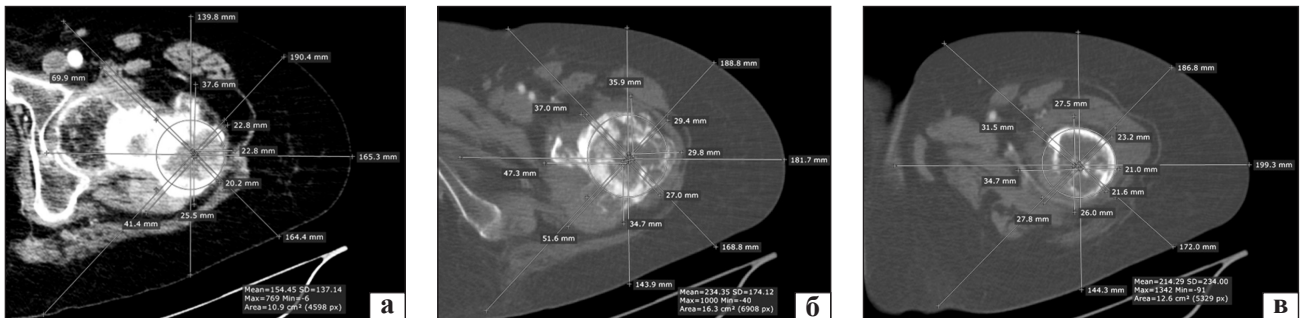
СКТ-скани пацієнтки М., 52 роки, із дедиференційованою хондросаркомою проксимального відділу лівої стегнової кістки розподілені за зонами дослідження: а) медіальне поширення пухлини III ступеня в зоні 1; б) медіальне I ступеня в зоні 2; в) медіальне I ступеня в зоні 3
